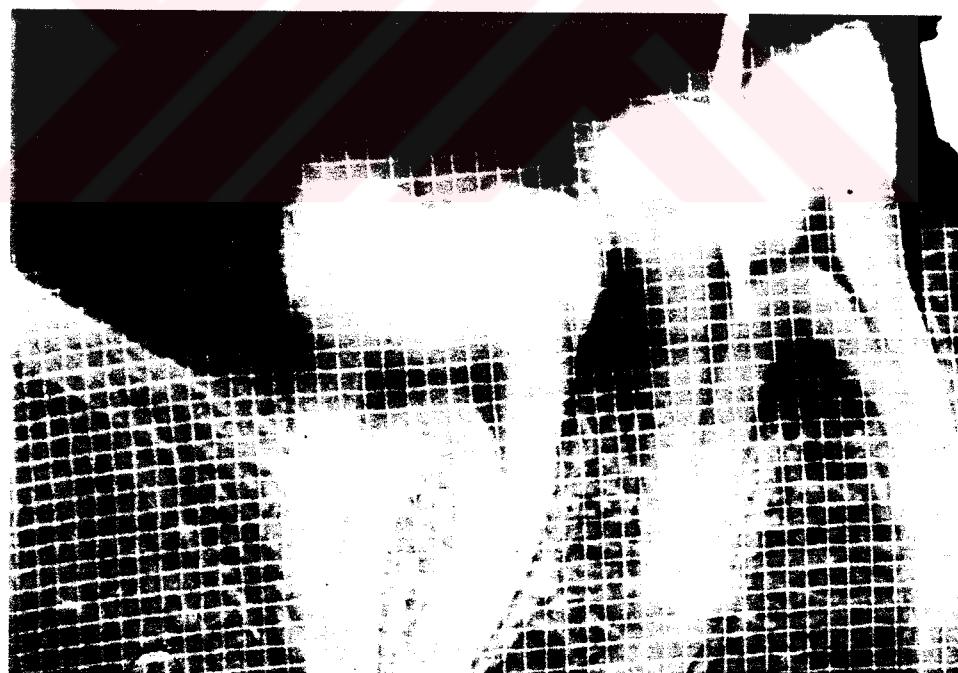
Kemik grafted grubunda bir hastamızın tanı standart röntgeni.
